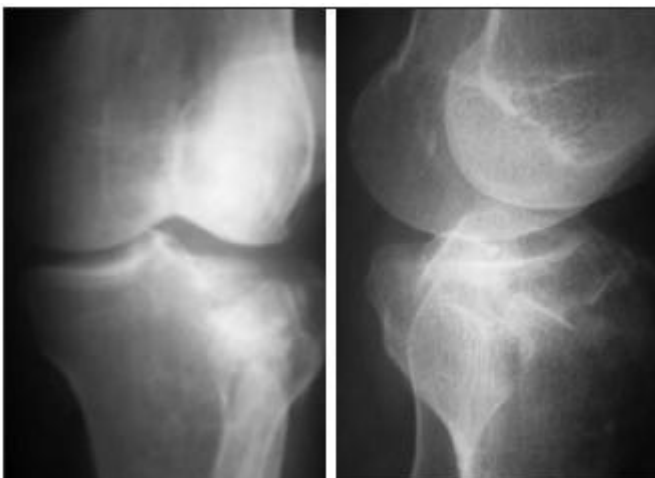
Рентгенограммы коленного сустава больной Б. 52 лет. Определяется перелом наружного мыщелка типа В1
